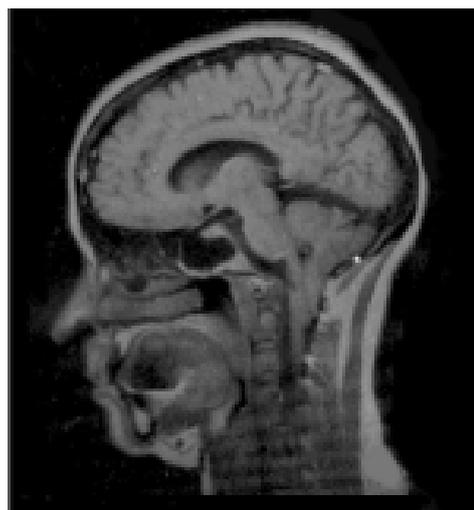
Результаты МРТ головного мозга желудочки и ликворопроводящие пути не расширены, смещения срединных структур нет, очаговой патологии полушарий мозга не выявлено. Зрительные пути — контуры ровные, не деформированы, со стороны sellarной области без особенностей. Выявлено опущение миндалин мозжечка в спинномозговой канал до уровня С II позвонка.
